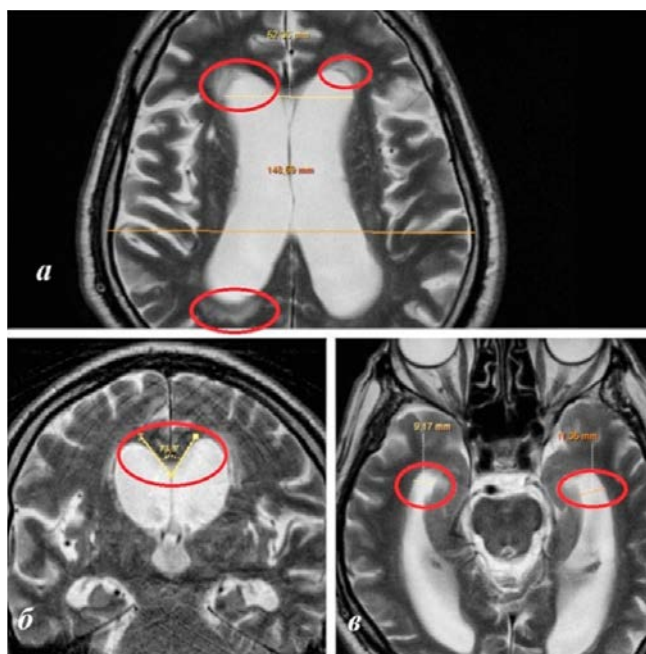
МРТ головного мозга пациента с иНТГ: а – горизонтальный срез: перивентрикулярная гиперинтенсивность в лобных и затылочных рогах боковых желудочков; б – коронарный срез: острый угол мозолистого тела (73,3 град.); в – горизонтальный срез: расширение височных рогов боковых желудочков (9,17 и 11,36 мм).
